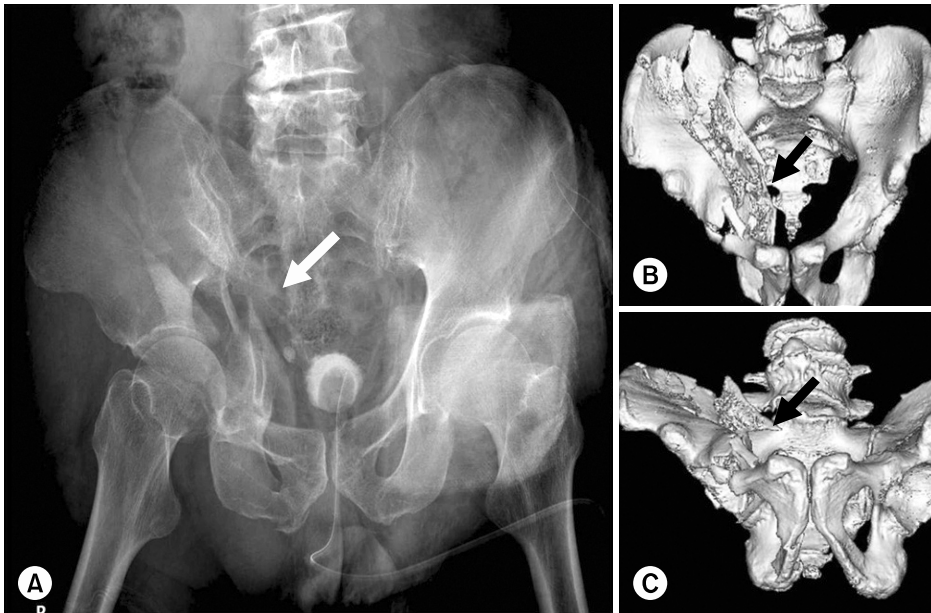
(A) Initial Pelvis AP view, (B, C) Initial 3D pelvis CT images show both column acetabular fracture with central dislocation. The arrows indicate the fragment protruded medially and superiorly.
